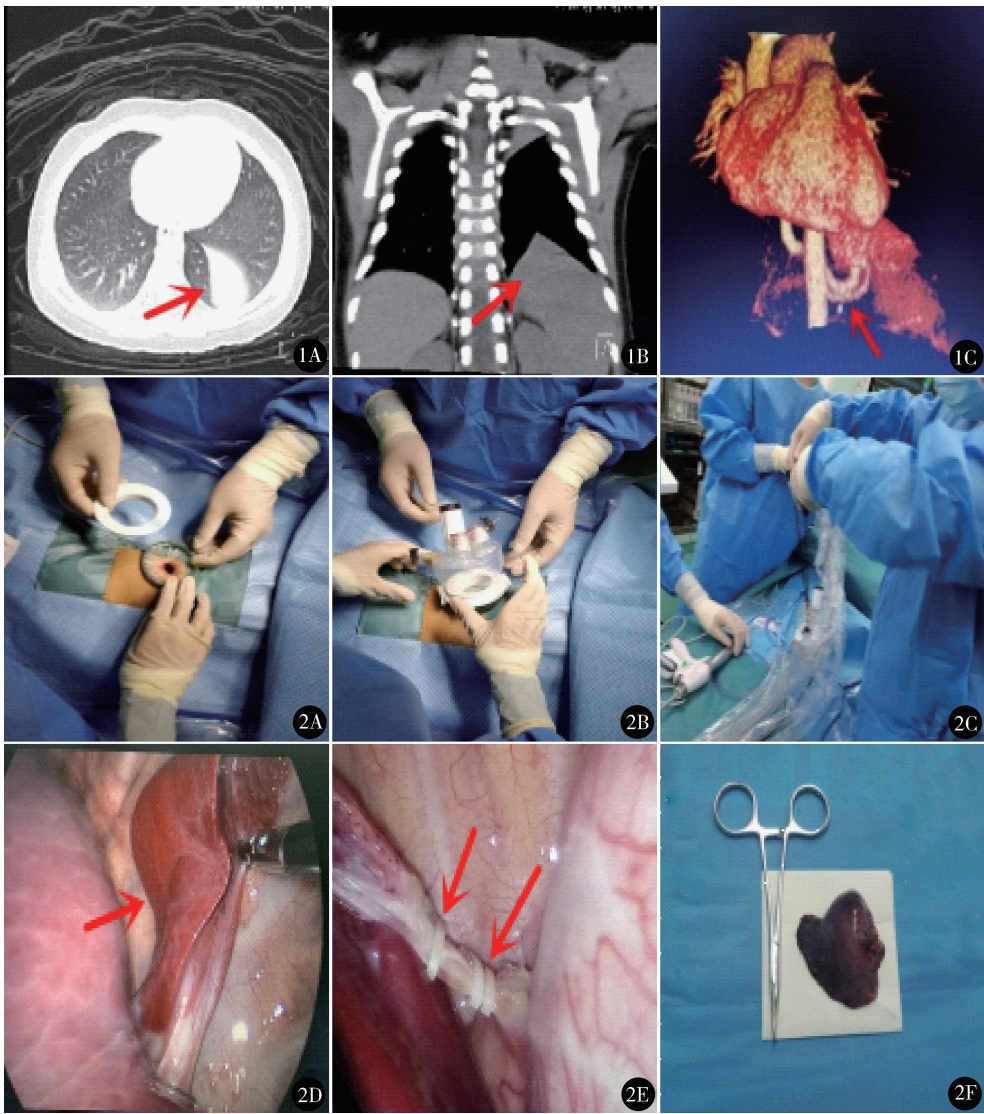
叶外型肺隔离症术前 CT 表现:A. 左侧胸腔内“泪滴样”病灶;B. 叶外型隔离肺似“火山口样”征象,病灶边缘界限清楚;C. 隔离肺病灶起源于腹主动脉的异常供血动脉
